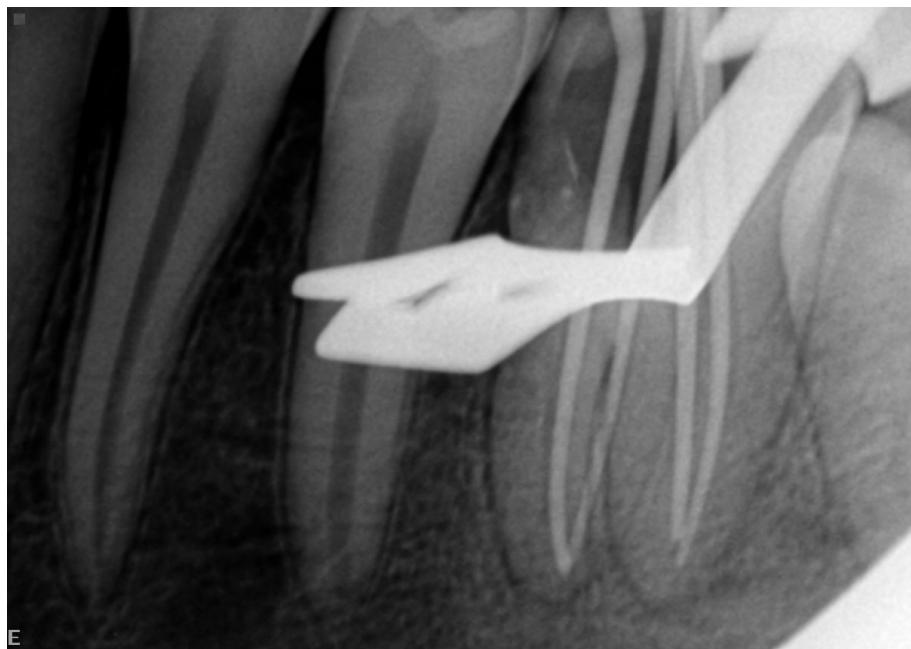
Radiografia periapical para seleção e prova dos cones de guta-percha previamente à obturação.
